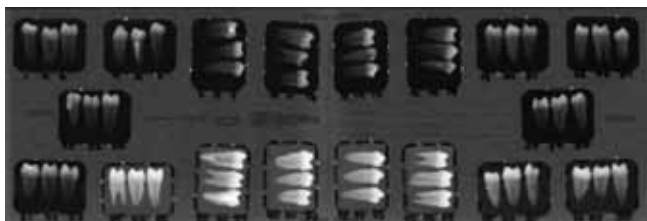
Radiografías previas
